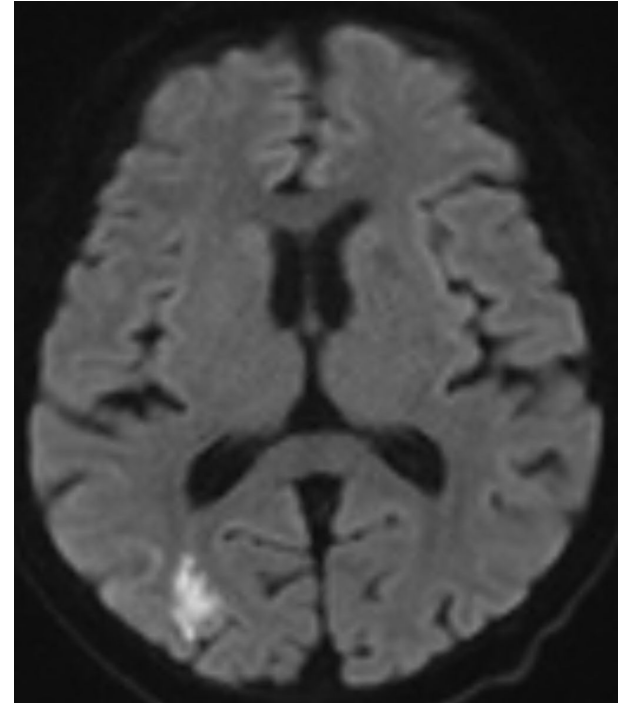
DWI axial. Lesión isquémica aguda alrededor del surco parieto-occipital derecho (territorio frontera posterior ACM-ACP)
